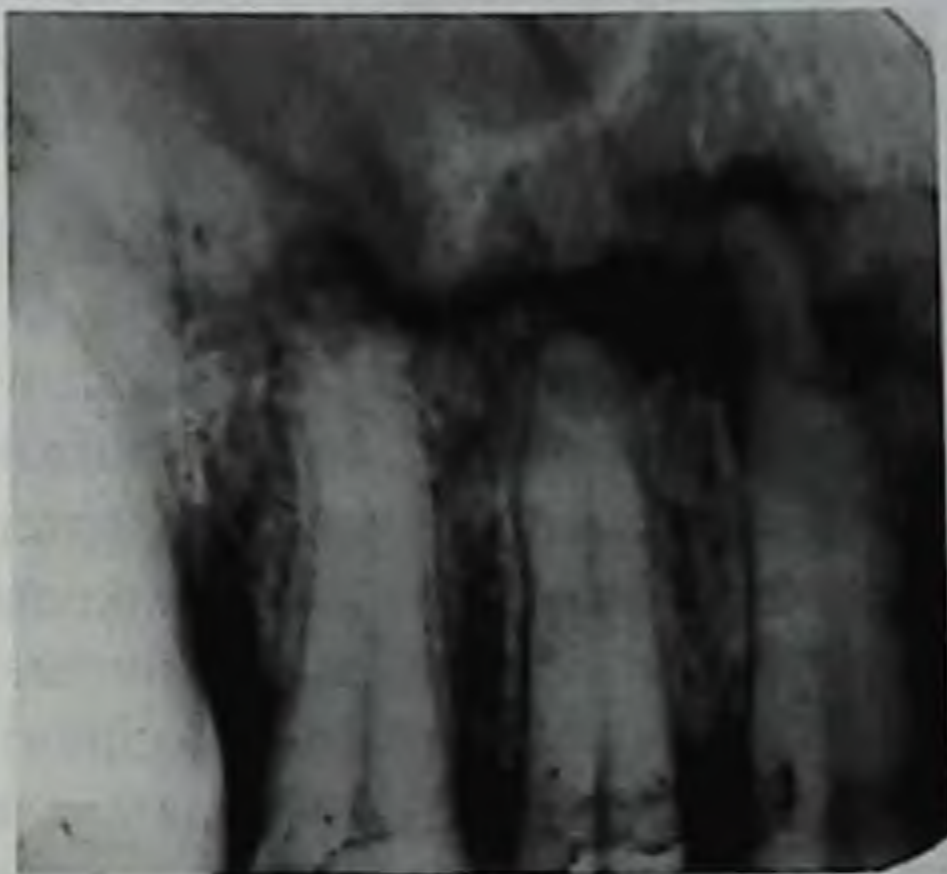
Внутриротовая рентгенограмма. Определяется щель перелома альвеолярного отростка верхней челюсти
